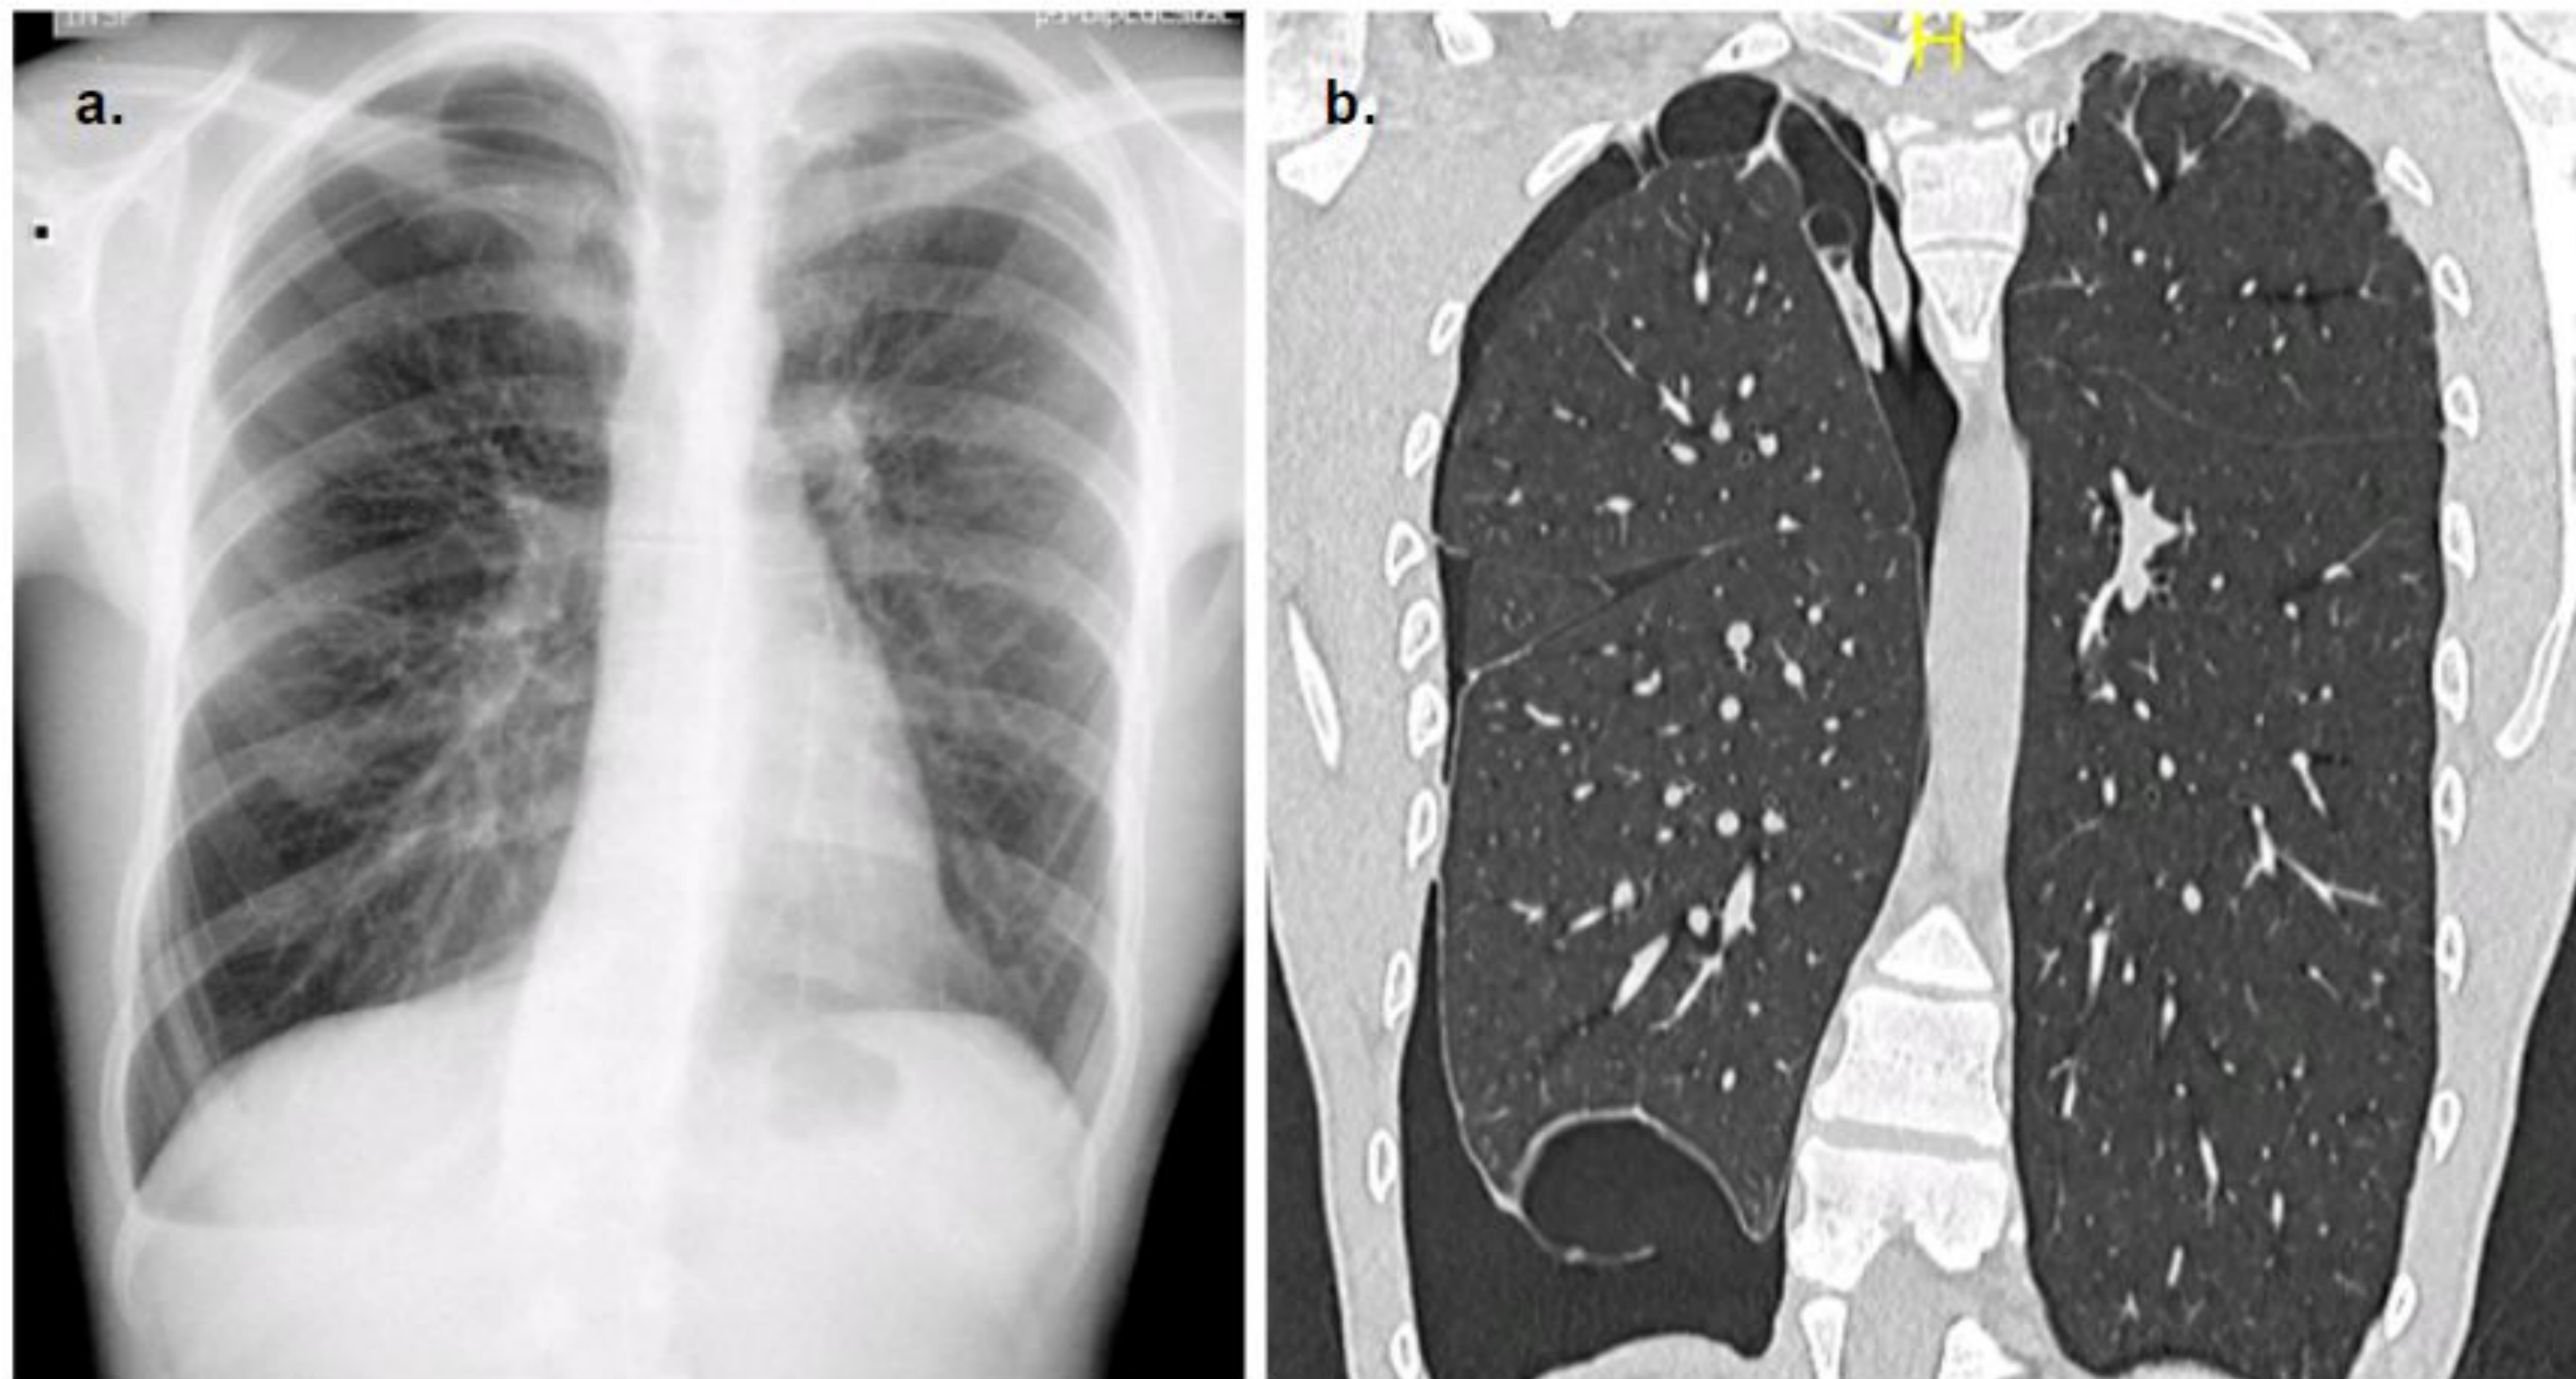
Neumotórax espontáneo recurrente en paciente de 22 años. a) Radiografía de tórax que muestra neumotórax derecho. b) TAC de tórax con reconstrucción coronal que muestra neumotórax derecho, con engrosamiento pleural relacionado con cambios por pleurodesis.
